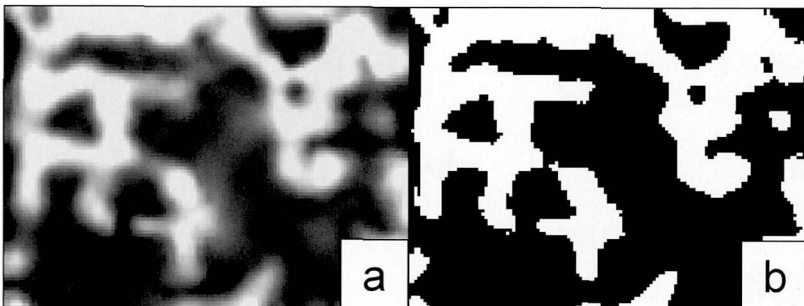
$\mu$ CT 画像の画像処理と二値化像
